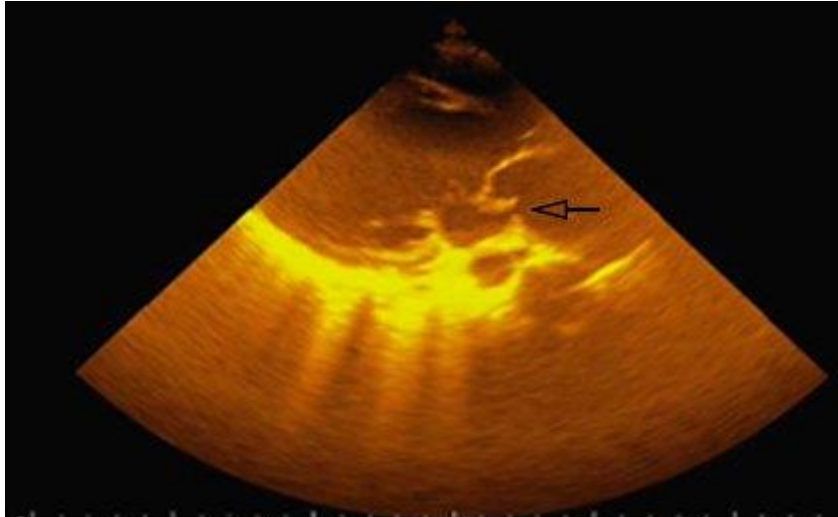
Ecocardiografía preoperatoria que muestra valva anterior mitral con cuerda tendinosa rota, engrosada, compatible con vegetaciones, valva posterior mitral retraída.
